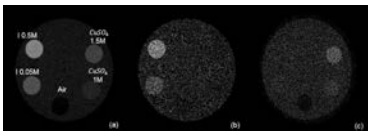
(a) 일반적인 CT 영상, (b) CuSO_4 를 제거한 Iodine CT 영상, (c) Iodine을 제거한 CuSO_4 CT 영상.
